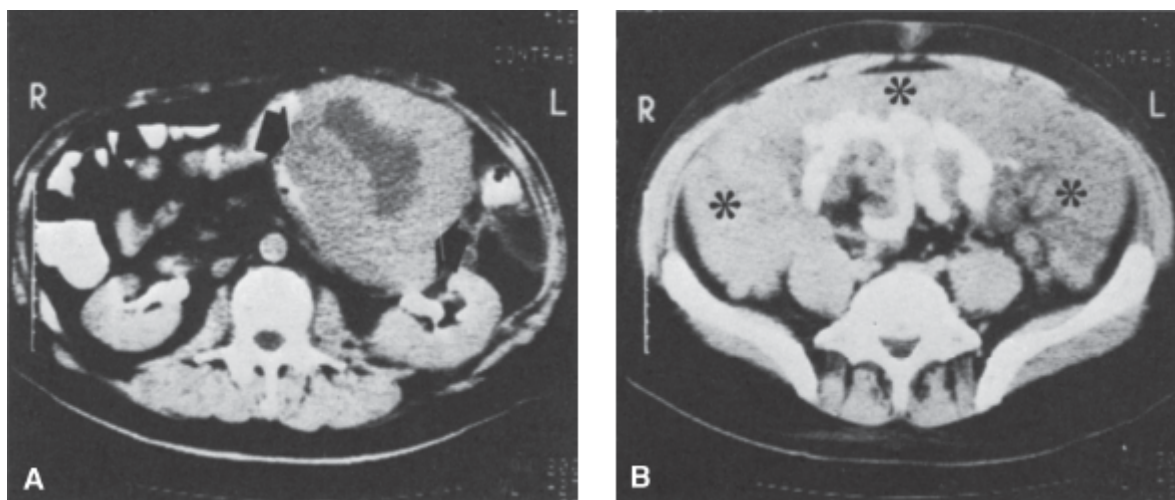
Tomografia computadorizada do abdome. A. Volumosa massa no hemiabdome esquerdo, desviando as alças intestinais lateralmente (lipossarcoma). B. Neoplasia carcinomatosa, envolvendo o intestino delgado, desviando-o medialmente (*asteriscos*).
